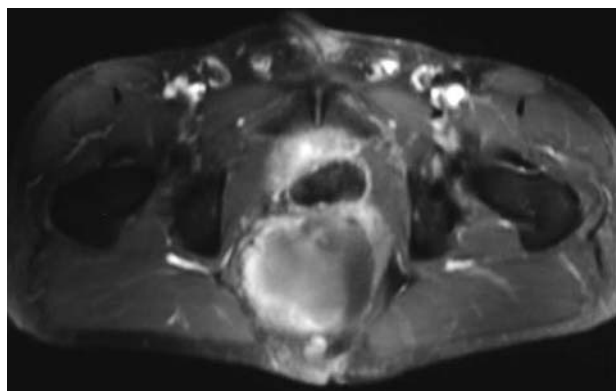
Imagen de resonancia magnética en corte transversal donde se aprecia relación de la lesión con los órganos pélvicos.
